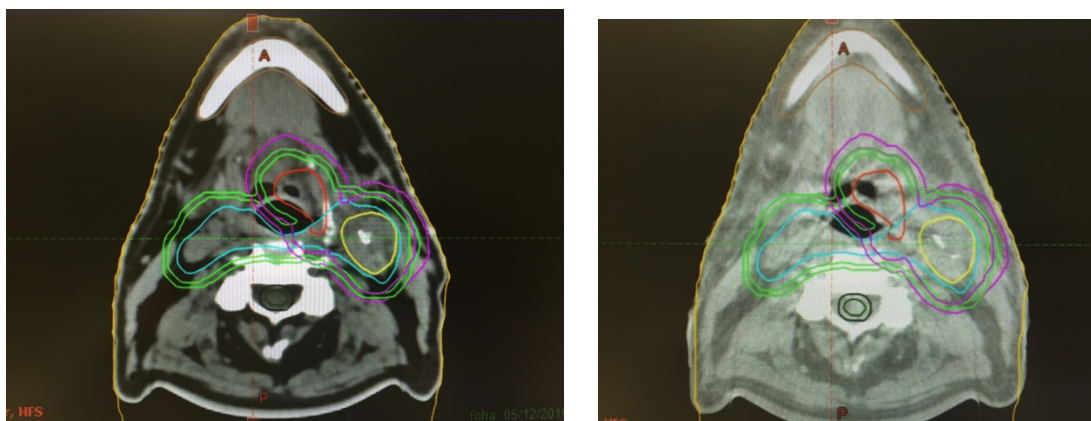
Imagen del TAC de planificación a la izquierda e imagen del Cone-beam CT pre-tratamiento a la derecha (fuente propia). Se pueden visualizar la estructura del paciente, así como los contorneos de los volúmenes tumorales GTVs, CTVs y PTVs y órganos de riesgo delineadas por el oncólogo radioterápico y comprobar la correcta localización.
